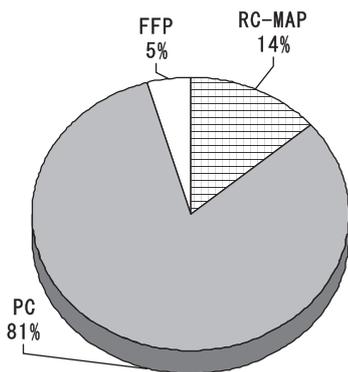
Blood components associated with hypoxemia with no bilateral infiltrates on the chest radiograph
